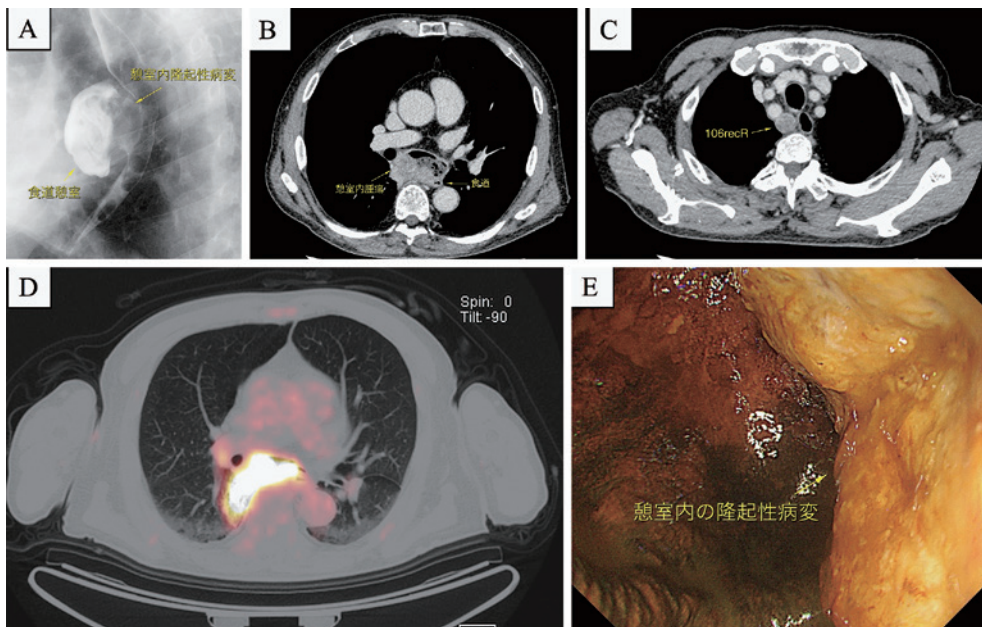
A. 上部消化管造影検査：径5.5cmの食道憩室および径3.5cmの憩室内隆起性病変を認める。B, C. 胸腹部造影CT：憩室内腫瘍 (B) および #108recRの腫大 (C) を認める。D. PET-CT：食道憩室への強いFDGの集積を認める。E. 上部消化管内視鏡検査再検：食道憩室内腫瘍の明瞭なヨード不染を認める。
